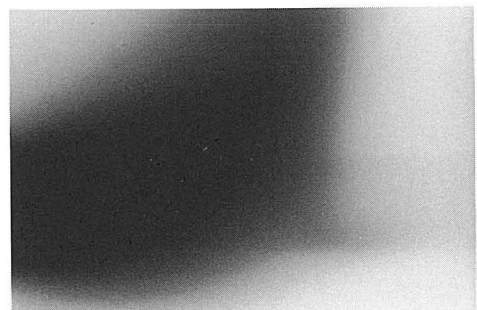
Radiographic representation of electron sweep out.
